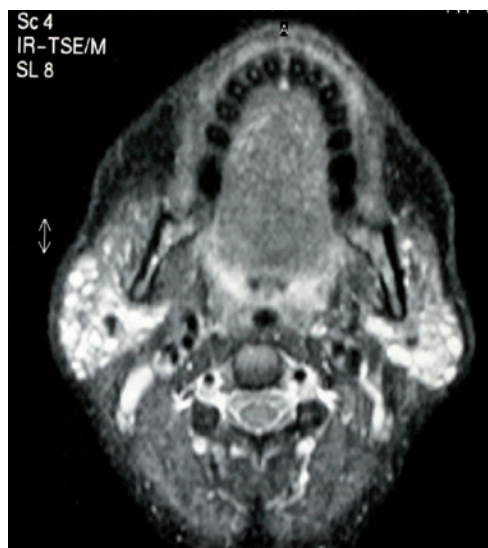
RM con múltiples lesiones nodulares bilaterales.
